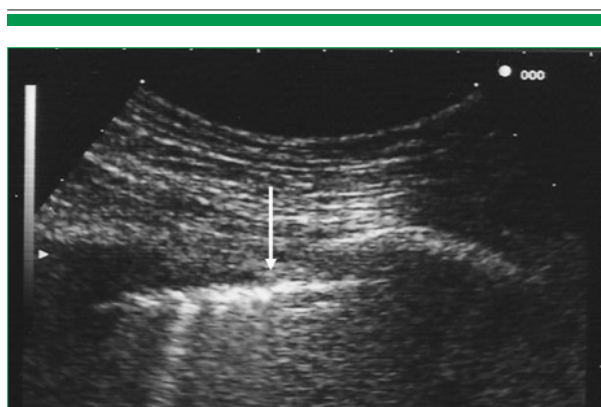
PNX occulto. Il segno ecografico del *lung point* (freccia) documenta il confine del PNX (parte destra), ovvero il punto in cui i due foglietti pleurici tornano a contatto (parte sinistra): ivi risultano pure evidenziabili linee (B).
